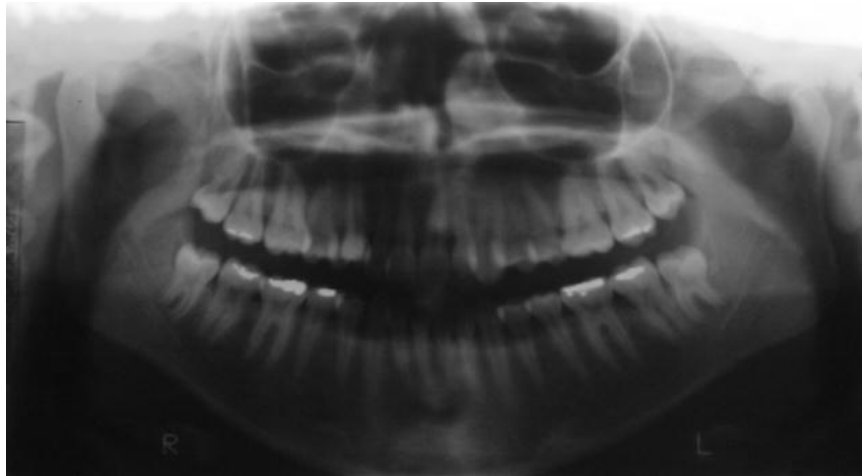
Radiografía panorámica y cefálica lateral con trazado U.C.V inicial. Caso No 2.
